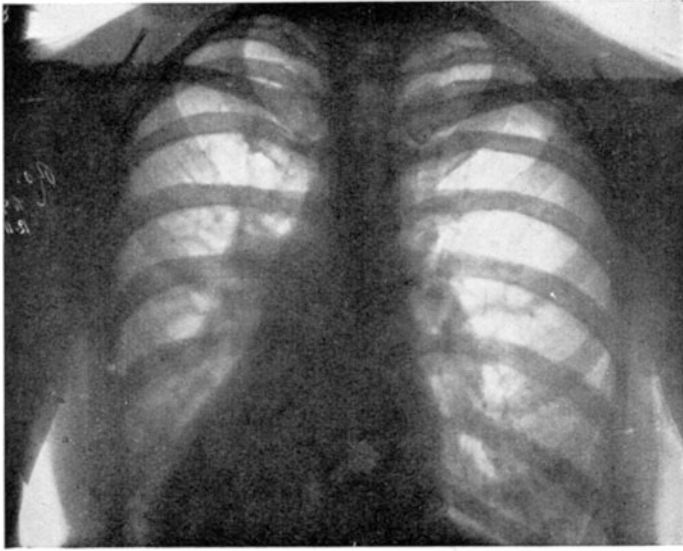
Röntgenbild der linksseitigen Herzerweiterung.
